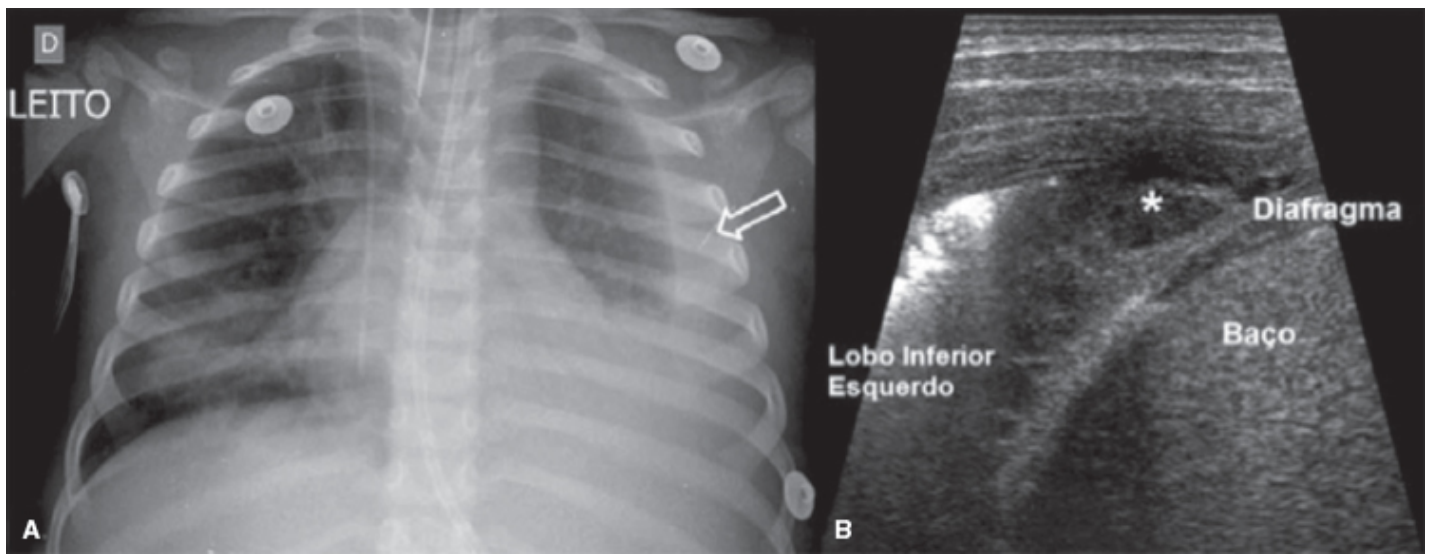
Empiema pleural. Radiografia de tórax em PA (A) e imagem coronal de ultrassonografia (USG) do seio costofrênico esquerdo (B). Consolidações nos campos inferiores dos pulmões e derrame pleural esquerdo (seta e asterisco). Broncopneumonia bilateral com empiema pleural à esquerda.
